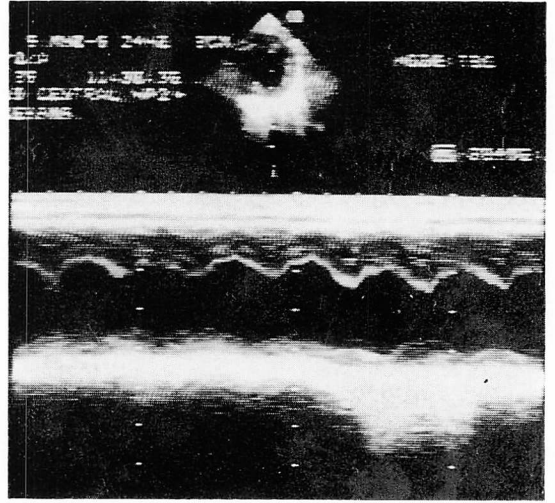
M-mode echocardiogram on the 9th day (Case 1).
